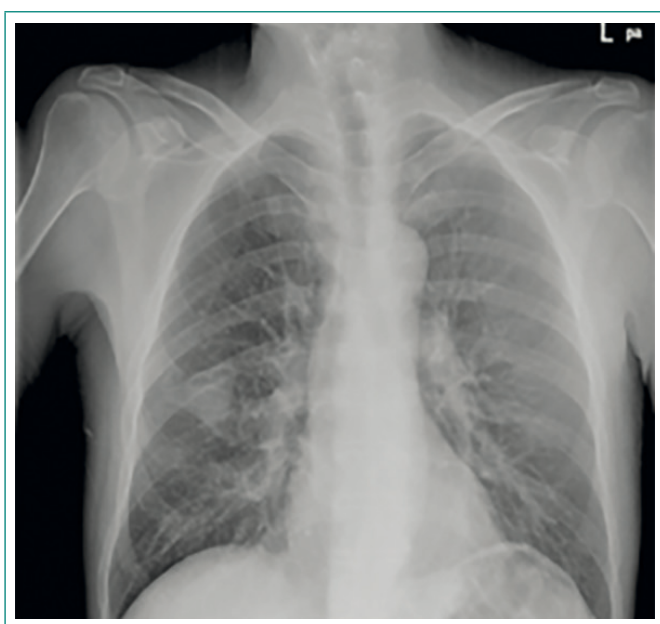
Radiografía de tórax. Se aprecia el consolidado en lóbulo medio
